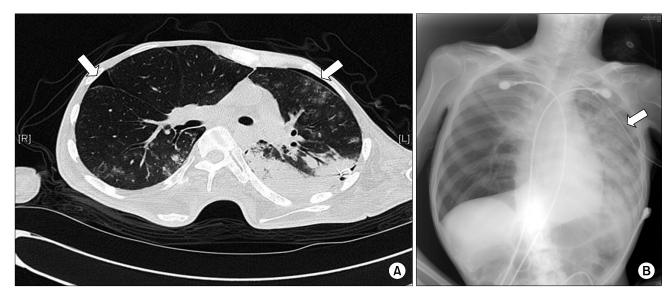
High resolution CT scan demonstrating bilateral pneumothoraces (A) and anteroposterior chest radiograph showing a left-sided chest tube insertion (B).
